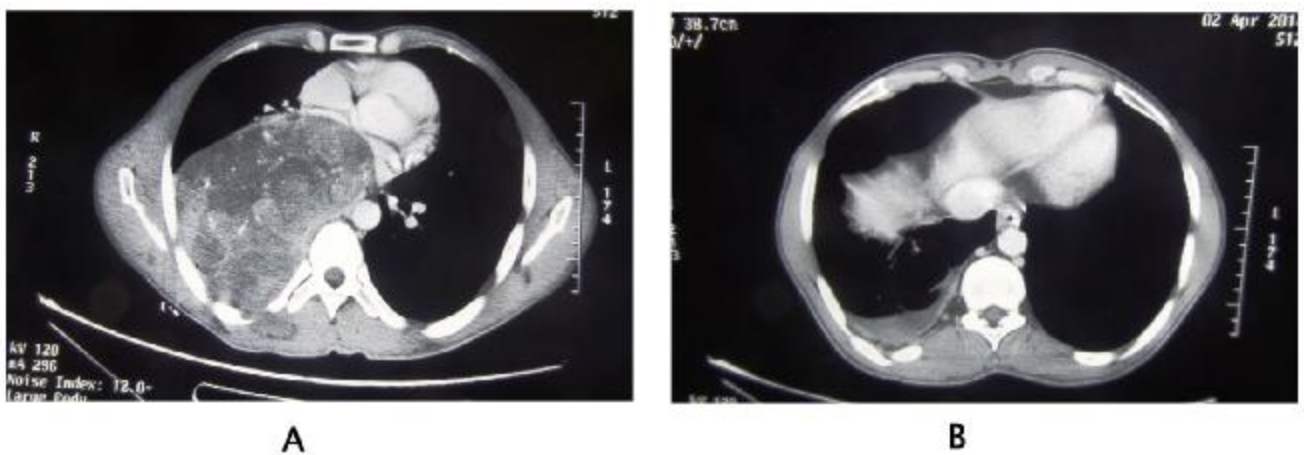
même image que la figure 12 en coupes TDM axiales
